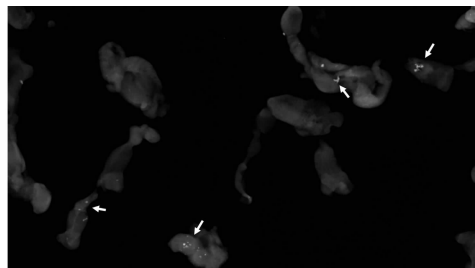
超声引导下钙化灶麦默通切除标本送检钼靶摄片所见
